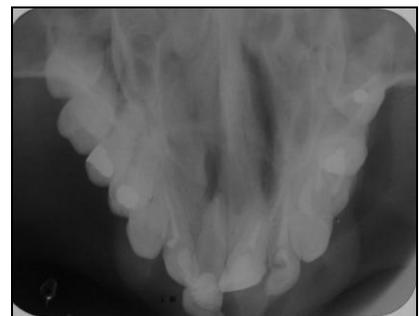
Radiografia oclusal mostrando deslocamento dental
